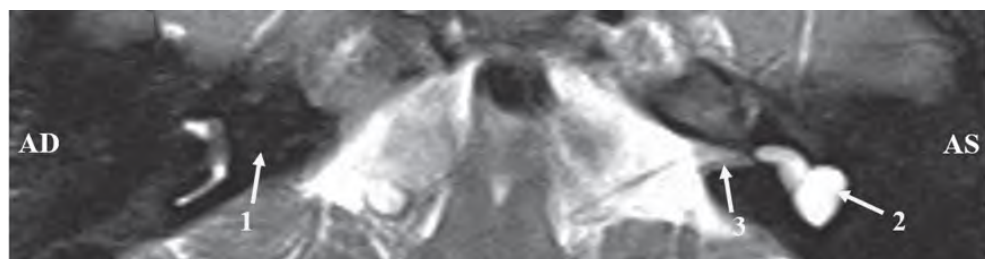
МРТ головного мозга и мосто-мозжечковых углов: 1 – отсутствие внутреннего слухового прохода справа; 2 – аномалия улитки слева (общая полость); 3 – внутренний слуховой проход слева
